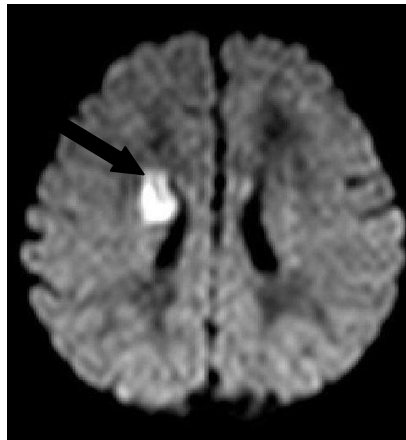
Інфаркт базальних гангліїв біля правого бокового шлуночка мозку (за МРТ).
